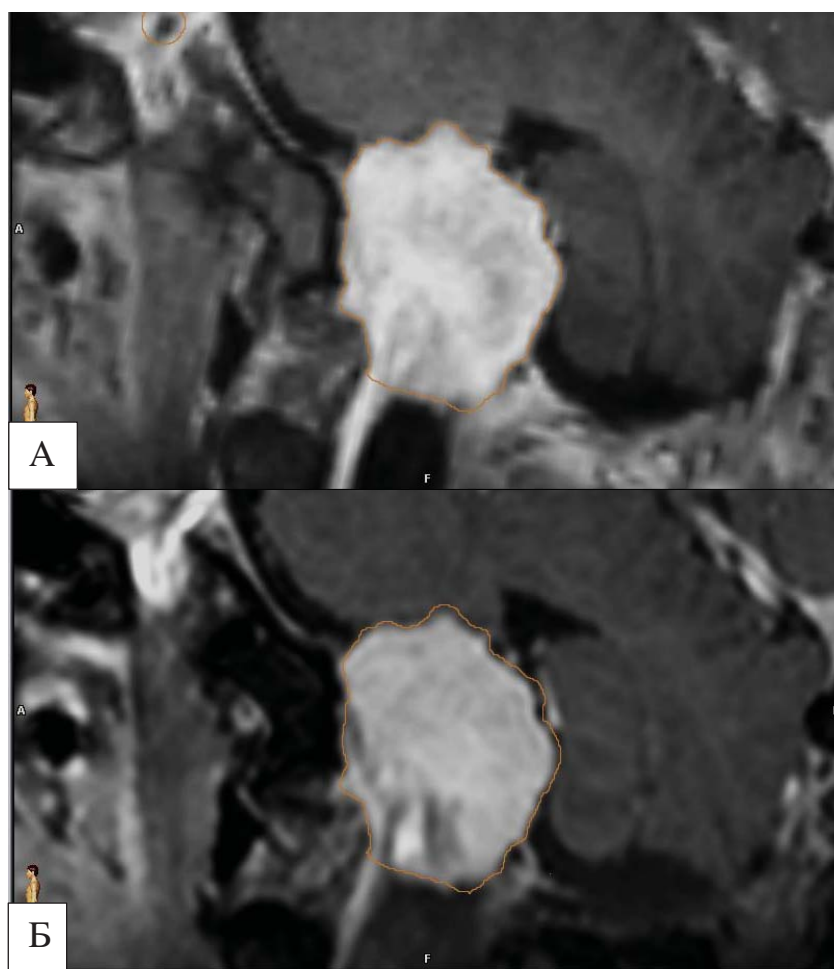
Динамика размеров опухоли по данным МРТ: а – МРТ в сагиттальной проекции после лучевого лечения; б – МРТ в сагиттальной проекции через 17 месяцев после окончания лучевого лечения. После проведения сравнительного оконтуривания границ опухоли отмечается положительная динамика в виде уменьшения размеров менингиомы и появлением ликворной щели между капсулой опухоли и мозговым веществом
